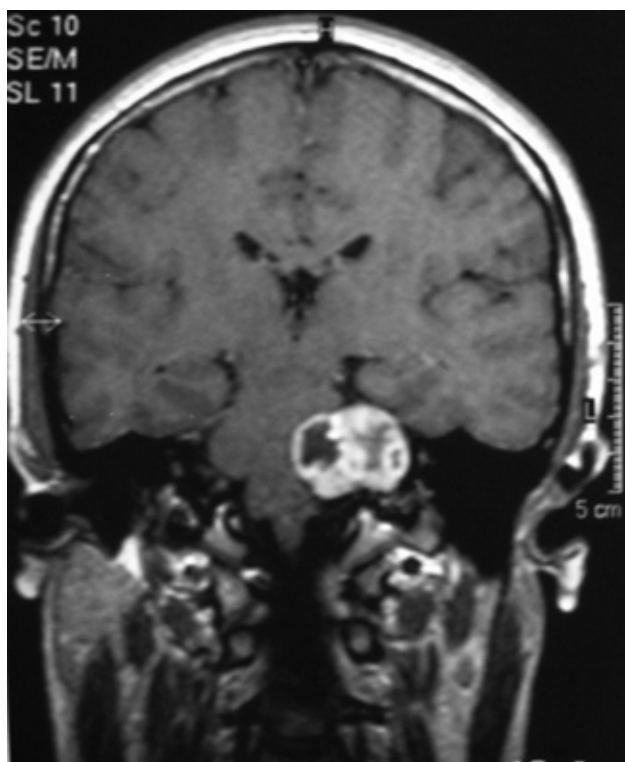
RMN en corte coronal que muestra lesión hipercaptante en APC izquierdo intra y extracanalicular compatible con schwannoma del acústico grado III.
